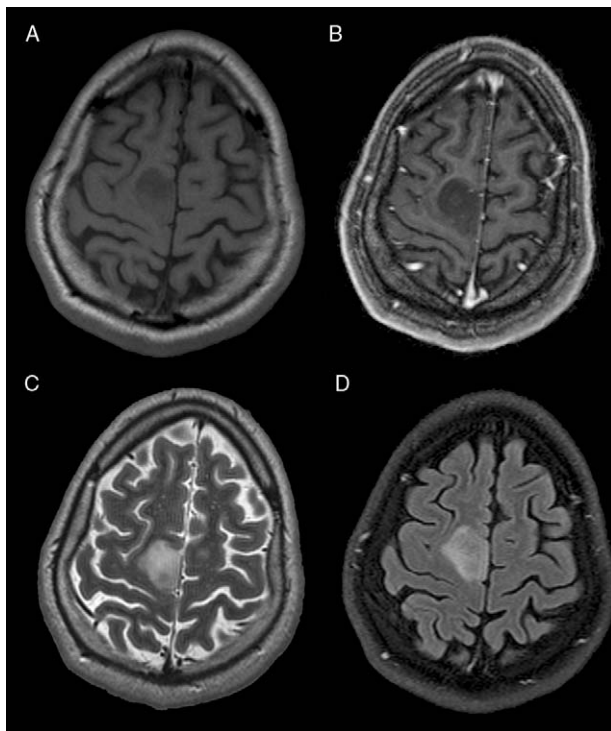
Hombre de 34 años que debuta con alteraciones motoras en extremidades izquierdas, por lo que se le realiza un estudio de RM. A) Secuencia axial potenciada en T1 que muestra una lesión homogénea ligeramente hipointensa afectando a corteza y sustancia blanca de la región posterior del lóbulo frontal derecho. B) Secuencia axial potenciada en T1 tras la administración de contraste paramagnético intravenoso que no muestra focos de realce patológico. C) Secuencia axial potenciada en T2 que muestra una lesión homogénea, bien definida y ligeramente hiperintensa. D) Secuencia axial potenciada en T2 con anulación de la señal del líquido normal (T2 FLAIR), que permite una mejor delimitación de la lesión. Los hallazgos sugieren tumoración glial primaria de bajo grado (grado II de la OMS).
